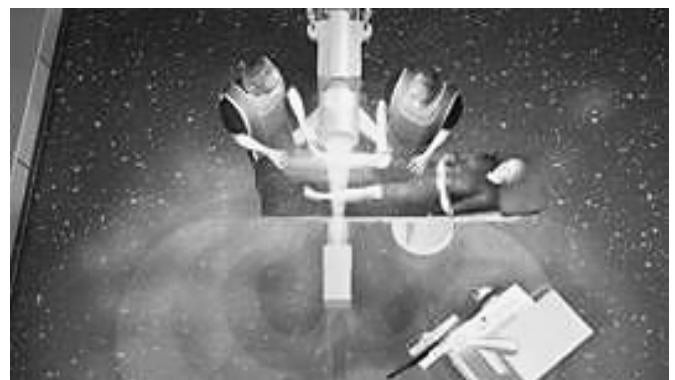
DVD I: Röntgen im OP
